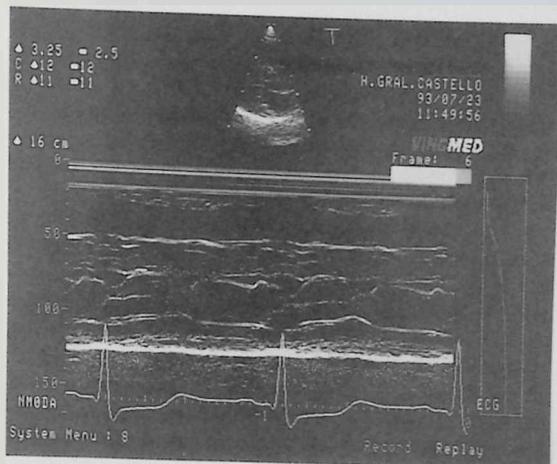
Ecocardiograma en Modo M que muestra la hipertrofia septal asimétrica y el movimiento anterior sistólico de la válvula mitral, que contacta con el tabique durante la mayor parte de la sístole.
